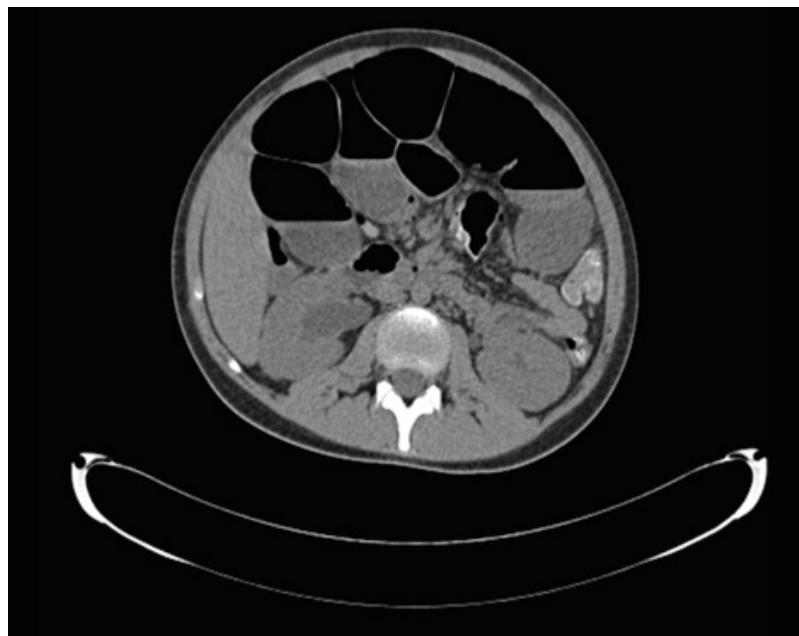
Tomografía en obstructivo
